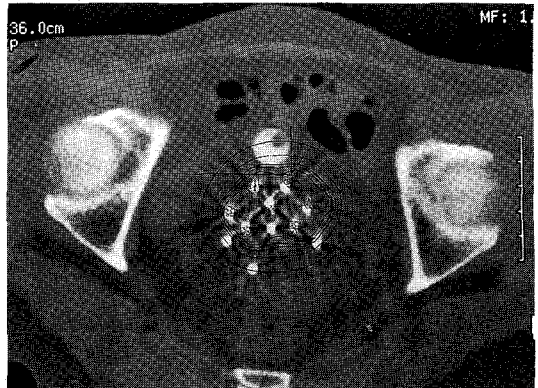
Isodose distributions superimposed CT scan.
